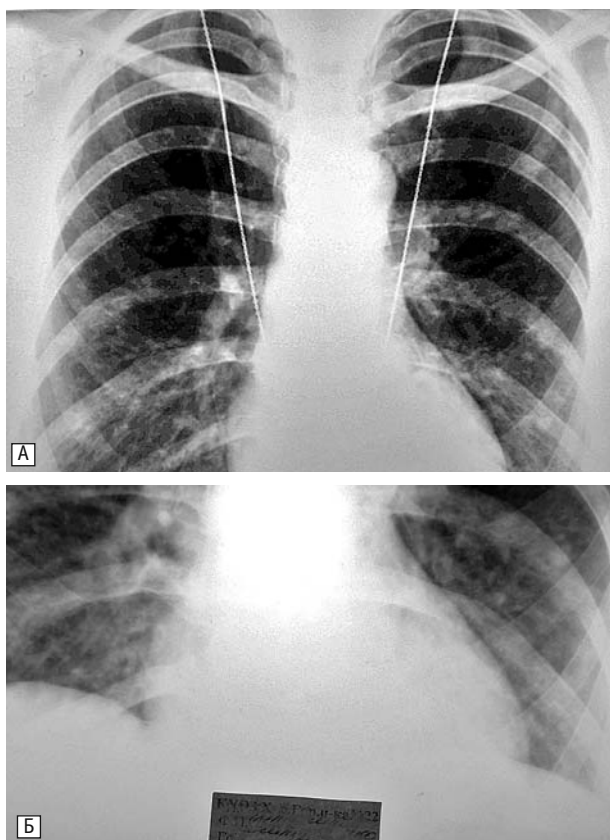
Оглядова рентгенограма ОГК (А) і прицільна рентгенограма нижніх відділів легень (Б) хворої Д. Множинні поліморфні осередки тіней переважно в нижніх відділах легень
